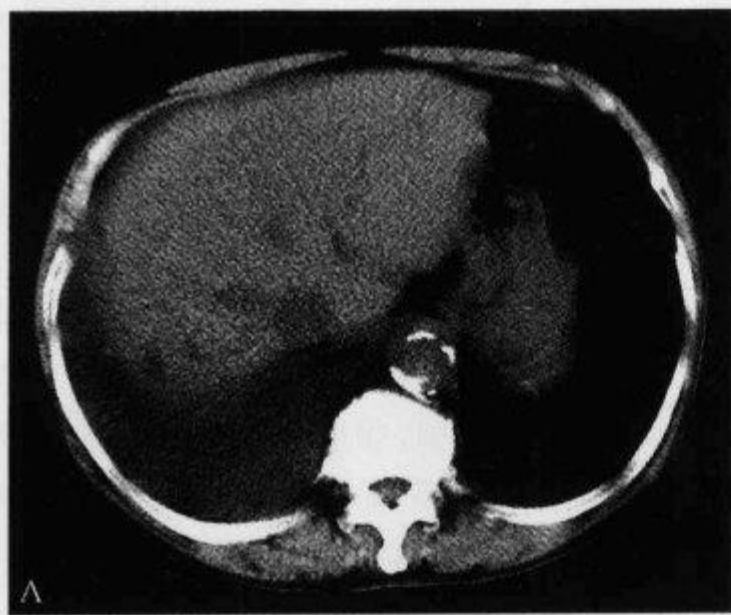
上腹部 CT 平扫示“界面征”
